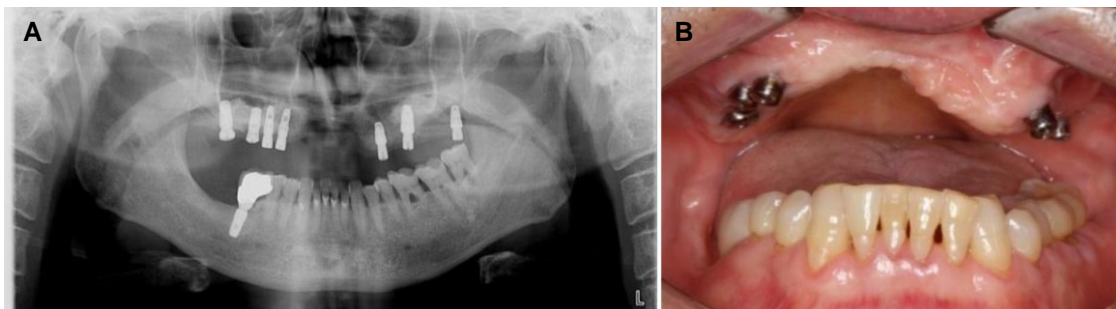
Panoramic radiograph (A) and intraoral photo (B) after uncover surgery. Implant on i26 was removed due to failure of osseointegration.
